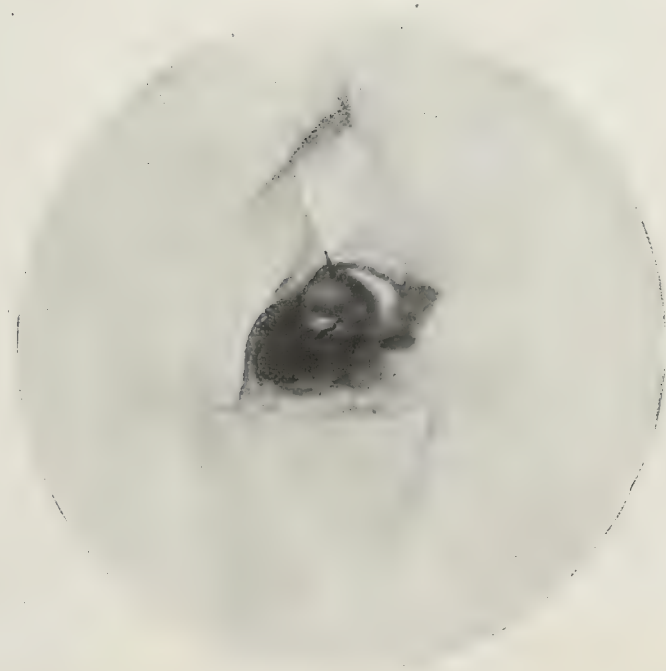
Radiographie d'os sec, sous l'incidence temporo-tympanique, après opacification de l'antre. (Deux fils de plomb sont appliqués contre les parois du conduit auditif externe).
